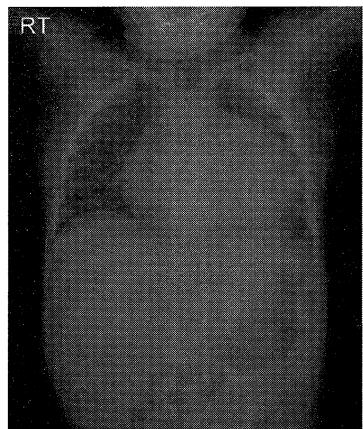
The patient's chest X-ray reveals cardiomegaly.
